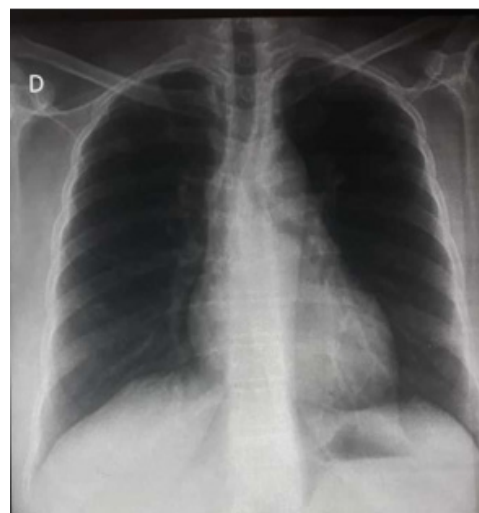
Disparition des micronodules a la radiographie pulmonaire après 6 mois de traitement
